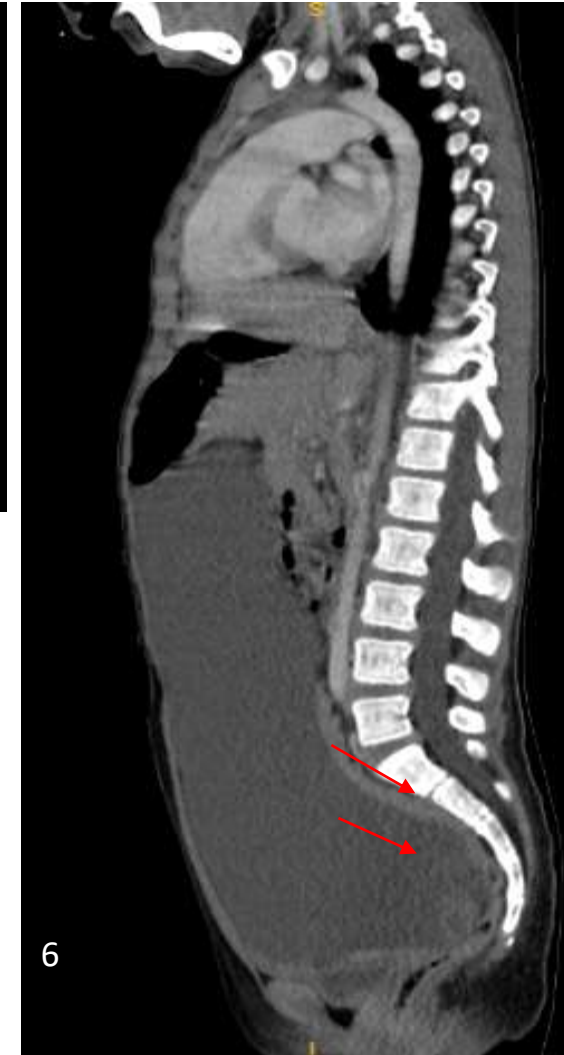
Tomografía con contraste endovenoso en cortes axiales y sagital: extensa masa con densidad líquida que ocupa la cavidad abdomino-pelviana, sin realce post-contraste endovenoso. En el sector declive de la formación quística se observan áreas densas ya conocidas compatibles con coágulos hemáticos (flechas) .
